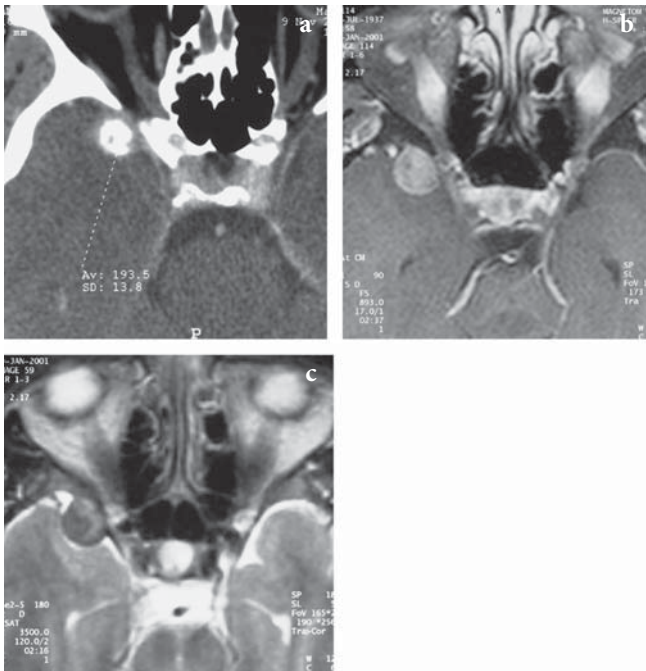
Méningiome de la grande aile du sphénoïde à droite. L'examen scanographique (a) visualise une calcification en regard de la grande aile du sphénoïde en dehors et en arrière de la fissure orbitaire supérieure. L'IRM en coupe axiale en T1 après injection de gadolinium (b) visualise un rehaussement homogène de la lésion. L'IRM en coupe axiale en T2 (c) démontre essentiellement un signal hypointense au sein de la lésion.
